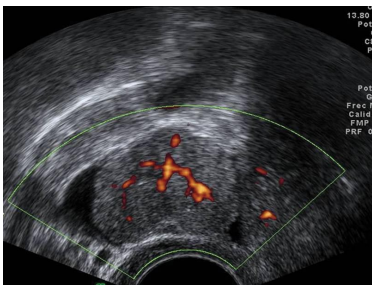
Ecografía transvaginal de un tumor ovárico de tipo sólido. El estudio power Doppler muestra neovascularización. La histopatología confirmó que era un tumor maligno de ovario.
